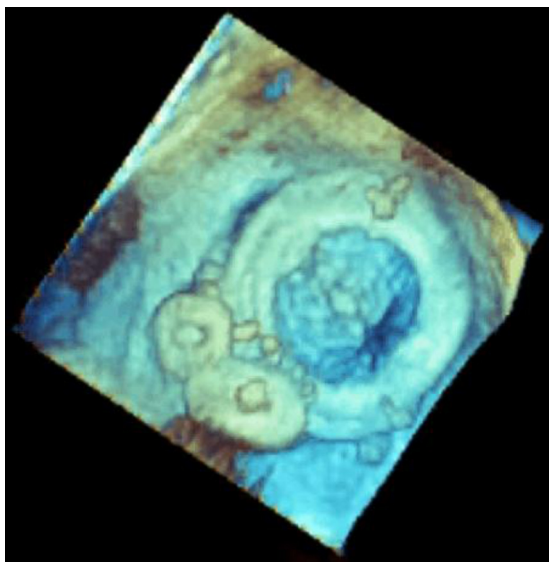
Imagen final por ecocardiograma transesofágico tridimensional después de liberar el dispositivo Amplatzer® Vascular Plug III (St. Jude Medical). No se observa fuga paravalvular residual.
